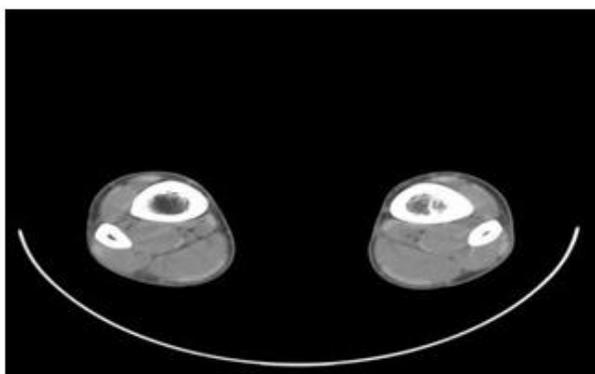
TAC: corte axial de tibia y peroné comparativo
